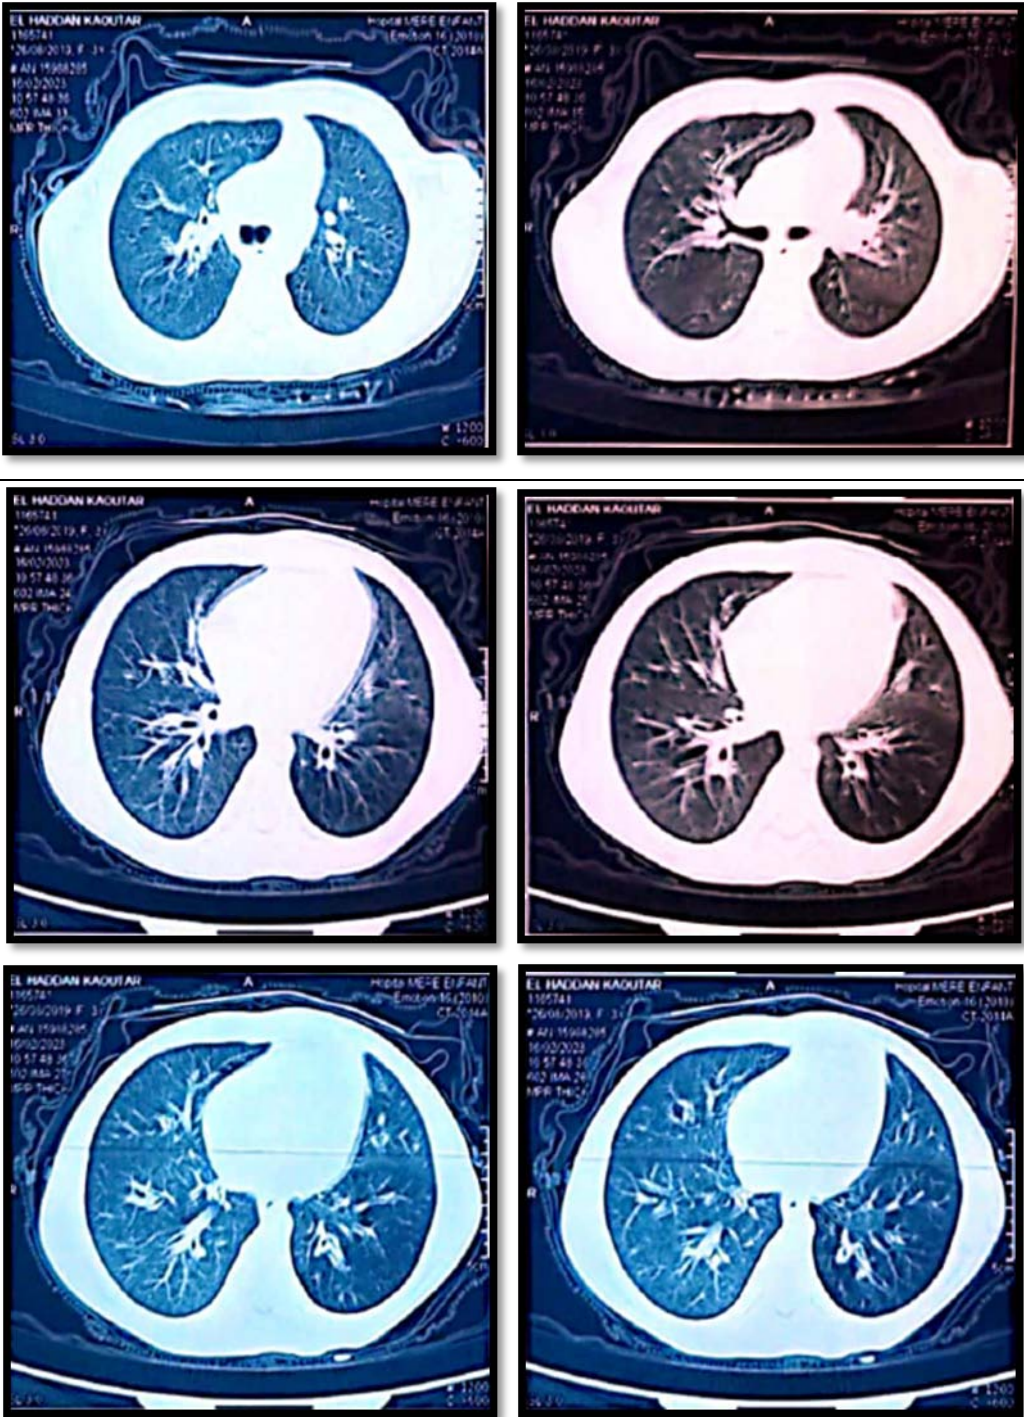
images TDM thoracique
